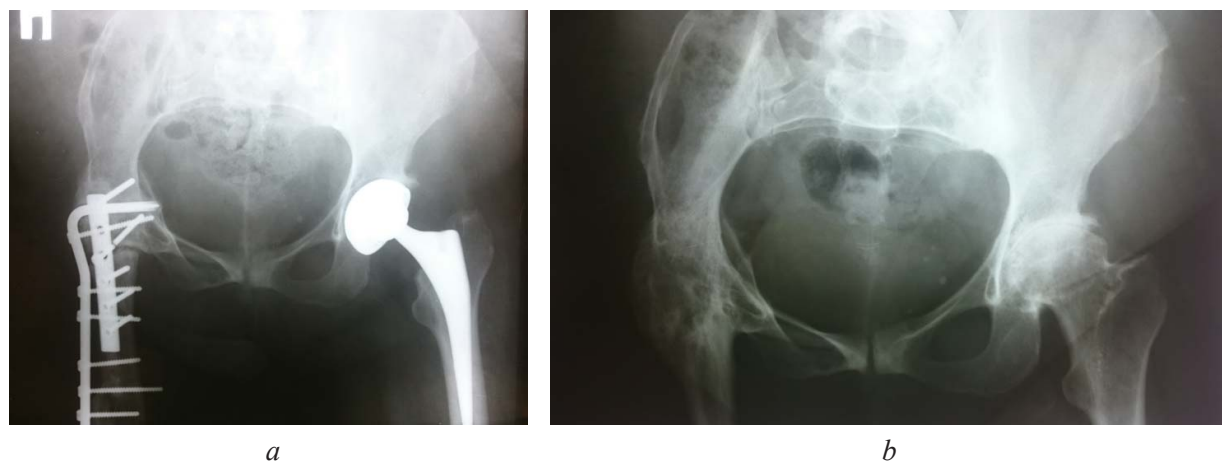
Рентгенограммы пациентки З.: *a* – до операции; *b* – через 2,5 года после операции
